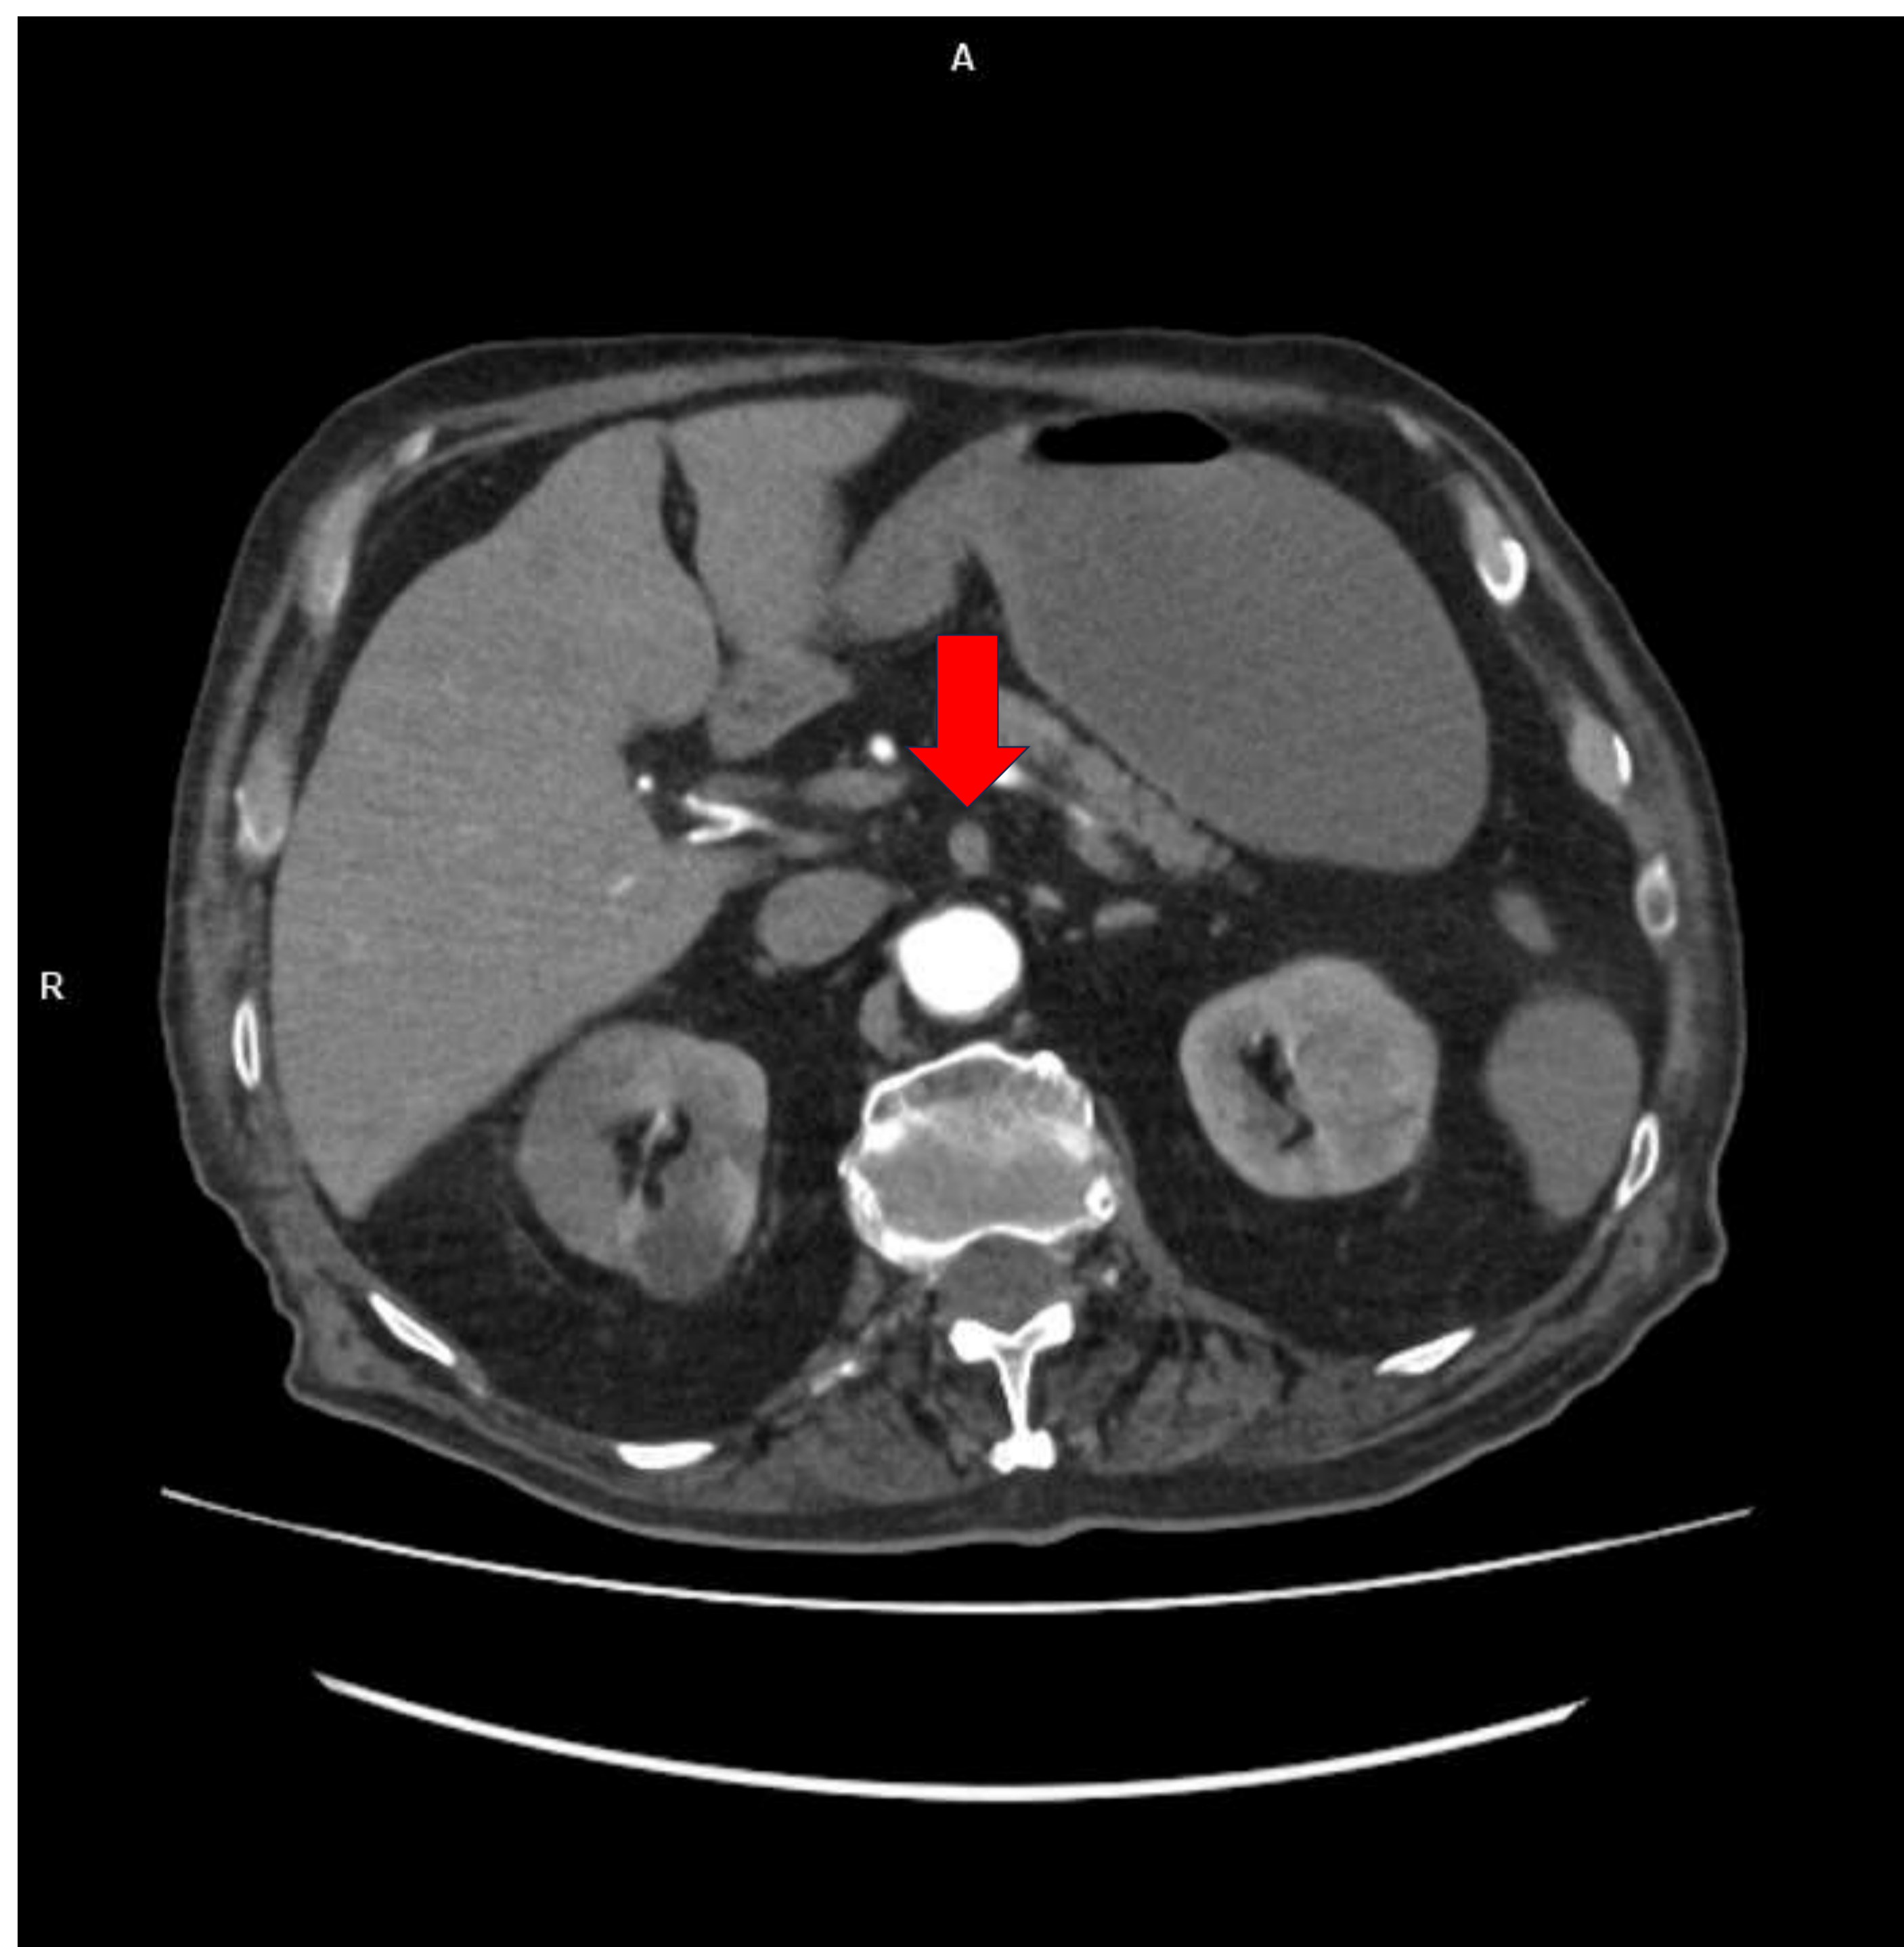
Isquemia mesentérica aguda arterial. TC abdominopélvico fase arterial, corte axial.
